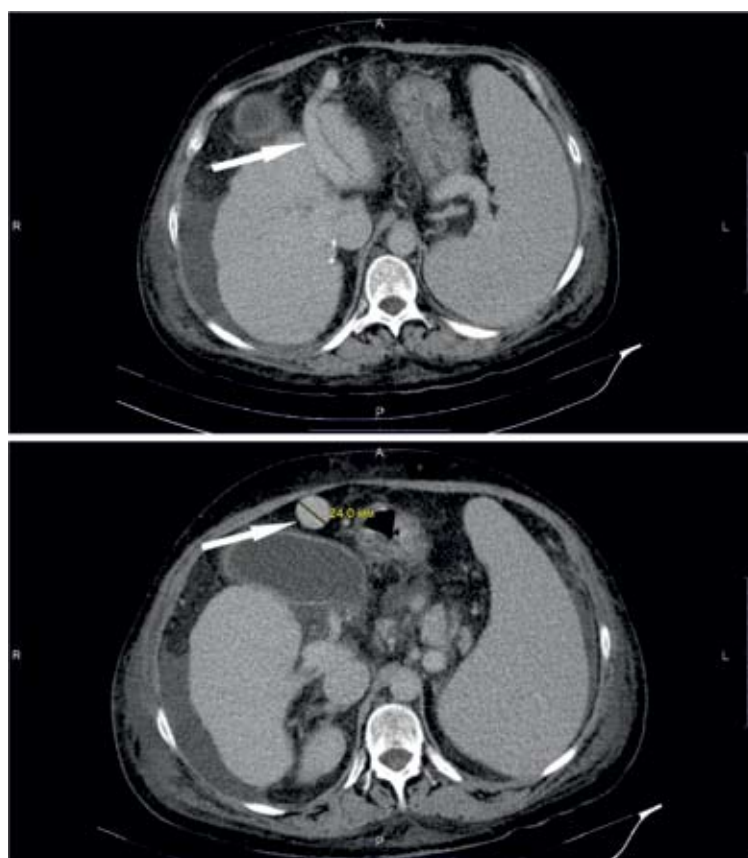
КТ-ангиограмма с контрастным усилением при нарушении проходимости в системе воротной вены печени (аксиальная проекция) у взрослого человека (женщина, 57 лет): белая стрелка — реканализированная пупочная вена, отходящая от пупочной части левой ветви воротной вены печени
